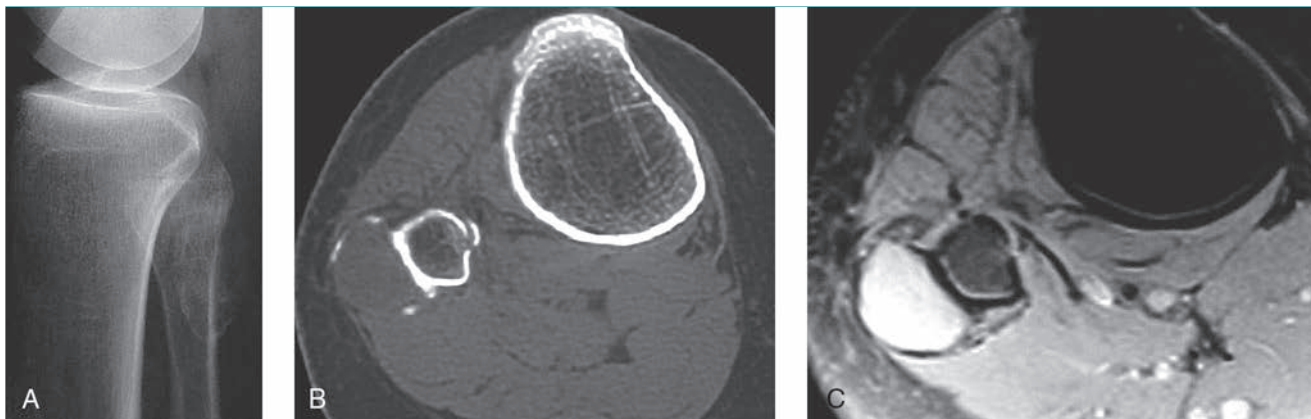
Condroma perióstico. A, Radiografía lateral de la rodilla derecha de una mujer de 28 años con dolor en la región lateral de la pantorrilla. Se ve una calcificación extraósea alrededor del peroné proximal. B, La TC axial revela una lesión en la superficie del hueso con un halo calcificado y una fractura patológica sin desplazamiento en el peroné. C, La RM en T2 muestra hiperintensidad y una lesión en la superficie del hueso sin afectación de la cavidad medular. La biopsia confirmó que se trataba de un condroma perióstico.
